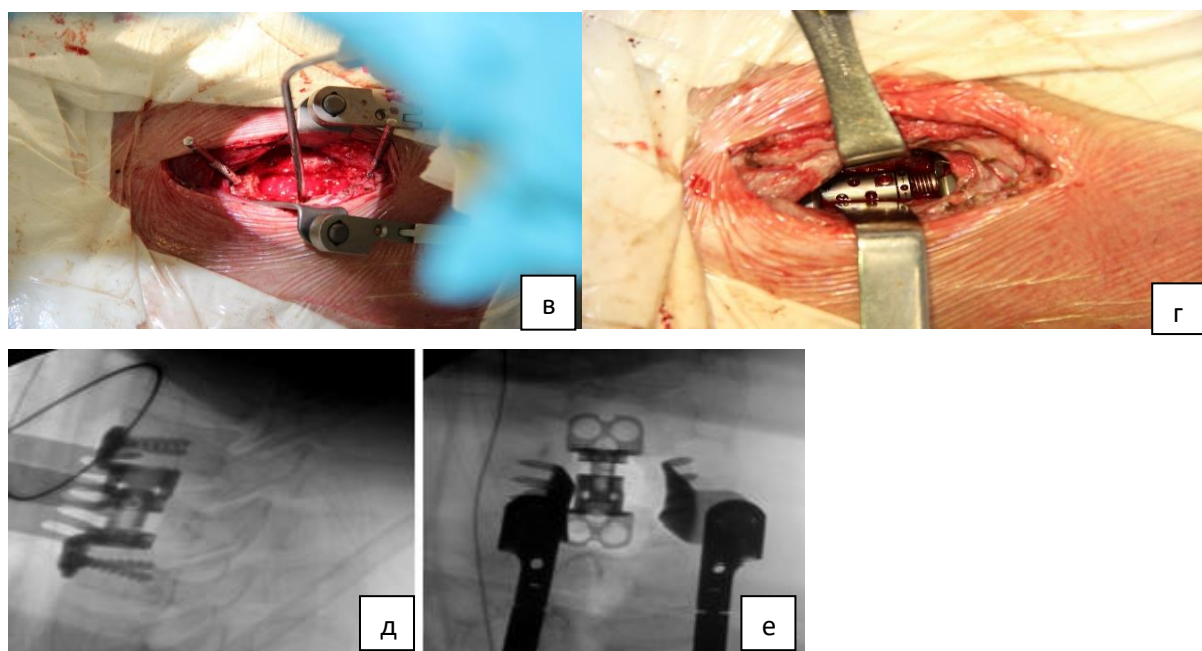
Собственное клиническое наблюдение, пациент Ч., 49 лет — одноуровневая корпэктомия C_{IV}, эндопротезирование телескопическим протезом: а — внешний вид доступа; б — установка ранорасширителя; в — внешний вид раны после выполнения корпэктомии; г — дистракционный протез, установленный в подготовленное ложе; д — интраоперационная рентгенография ЭОП шейного отдела позвоночника в боковой проекции; е — интраоперационная рентгенография ЭОП шейного отдела позвоночника в прямой проекции
